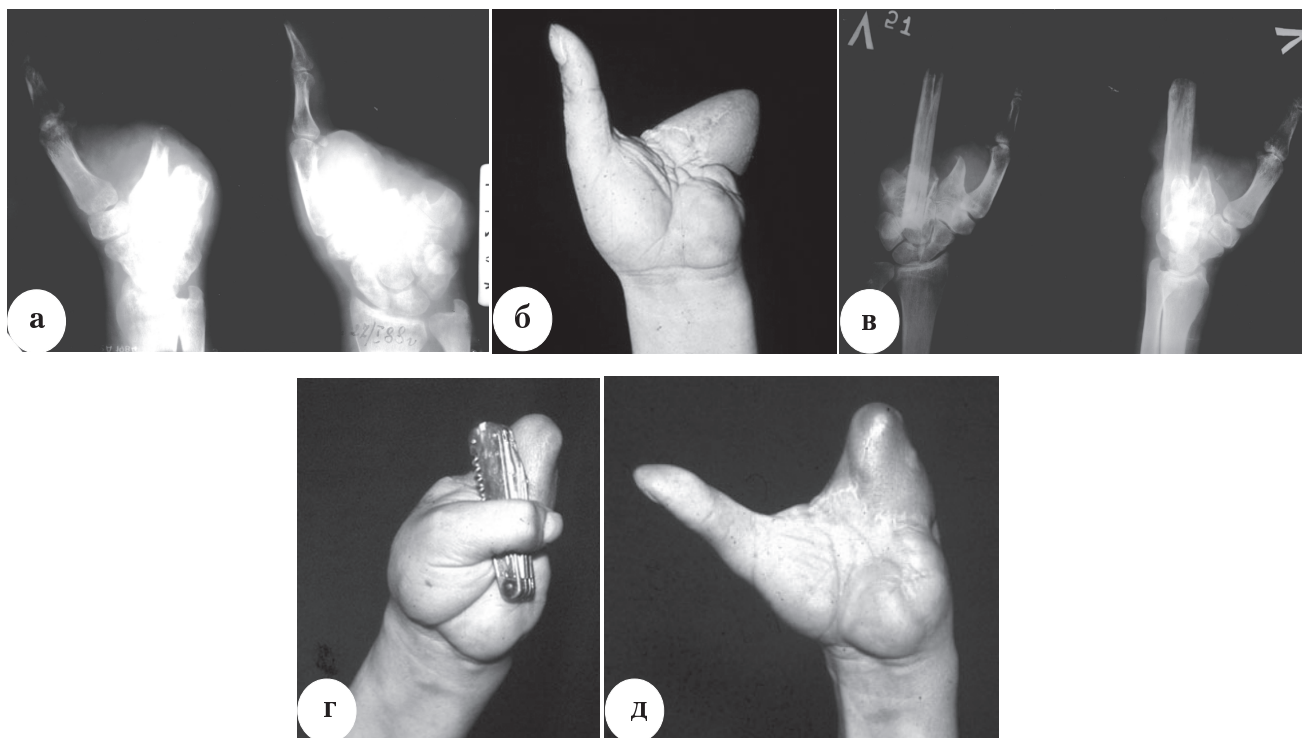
Внешний вид и рентгенограммы кисти пациента С., 32 лет: а – рентгенограмма кисти до операции; б – мягкотканная основа локтевого края кисти, сформированная из стебля; в – рентгенограмма кисти через два года после операции; г – функция приведения первого пальца к сформированной локтевой противоупорной бранше через два года после операции; д – функция отведения первого пальца кисти через два года после операции
